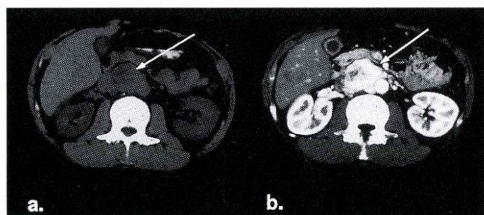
CT a. plain, b. enhanced
